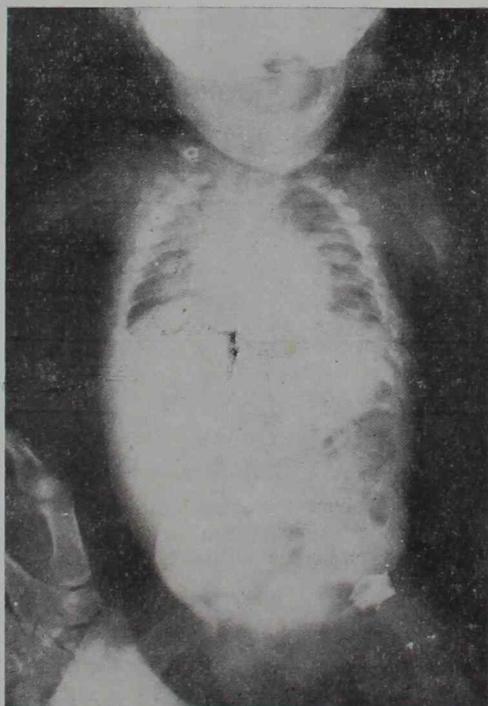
Radiografía de frente, observándose la grave rarefacción ósea con la platispondilia, y las fracturas múltiples, especialmente en costillas y rodeadas por abundante callo óseo
